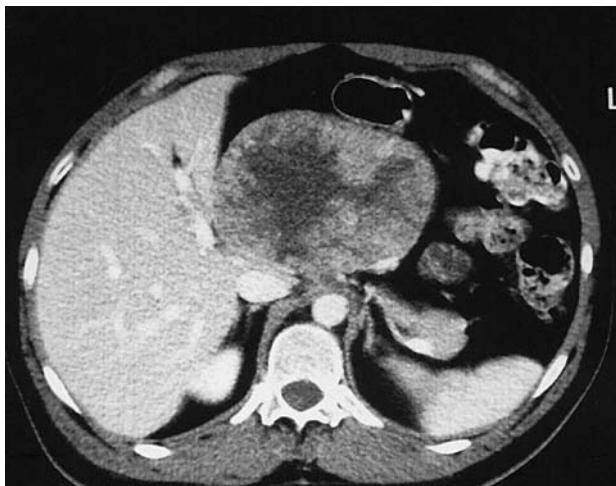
Imagen obtenida mediante tomografía computarizada que revela un tumor en el cuerpo pancreático.
